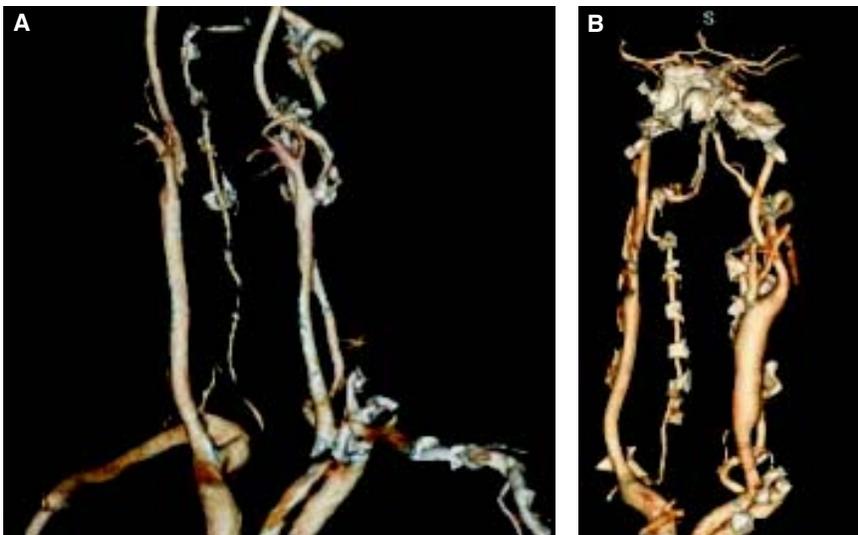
Angiotomografía con reconstrucción. A. Estenosis carotídea izquierda en bulbo y origen de carótida interna. B. Angiotomografía con reconstrucción, arteria carotídea izquierda con colocación de parche de Dacrón.
